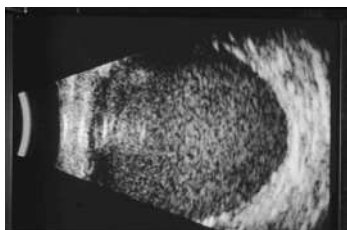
Hémorragie intravitréenne (échographie en mode B).
